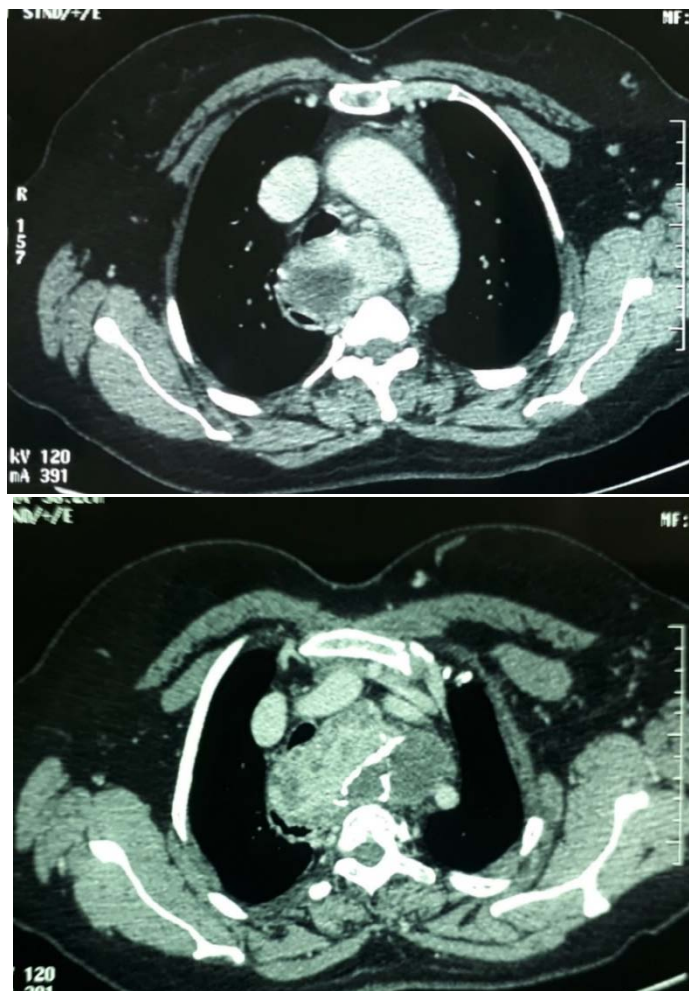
TDM cervico-thoracique en coupe axiale :
